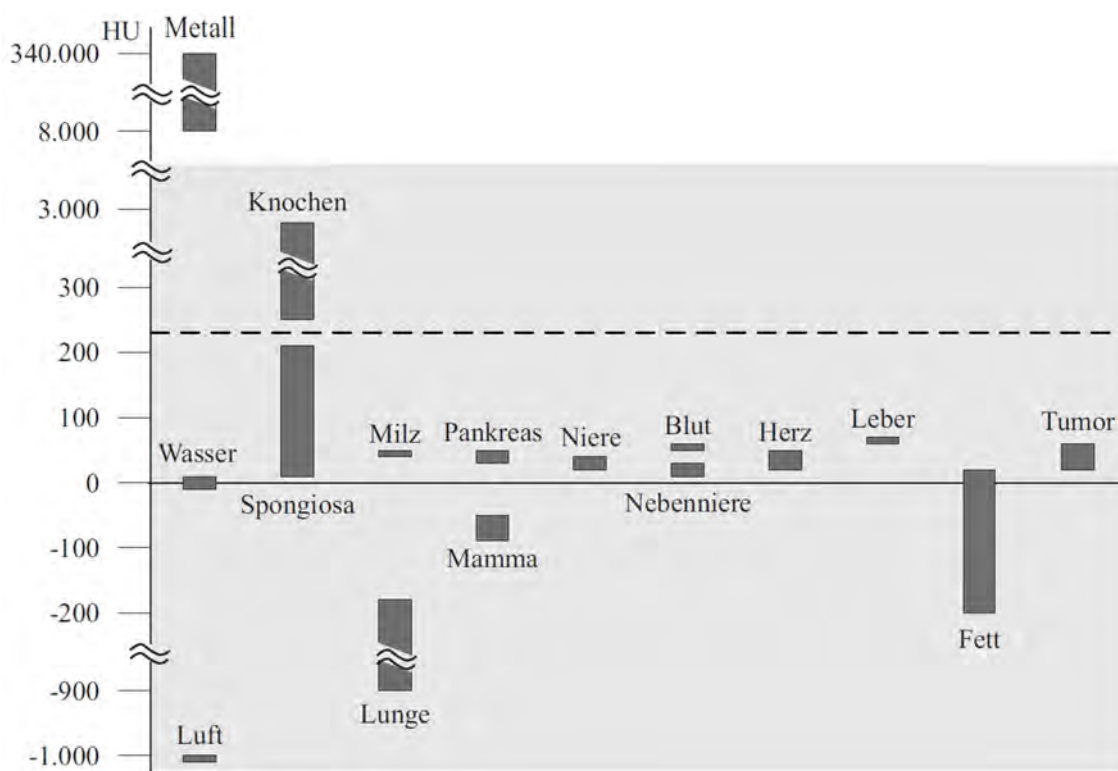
Röntgenschwächungskoeffizienten von Körpergewebe in Hounsfield-Units. Der grau hinterlegte Bereich zeigt die 12-Bit große HU-Skala. In dieser Skala grenzt sich der Knochen mit ungefähr 250 - 3000 HU von anderen Gewebegruppen ab. Außerdem ist zu sehen, dass Metall einen sehr viel höheren Schwächungskoeffizienten als typisches Gewebe hat (ca. 8.000 - 340.000 HU) und nicht mehr in der Skala enthalten ist. Bei der Bildrekonstruktion wird daher ein Clipping der hohen Werte auf den höchsten Wert (3071) durchgeführt (modifiziert nach Hahn 2006)
